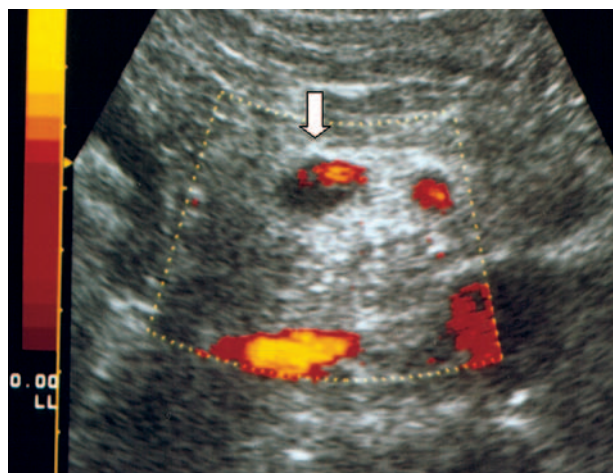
Échographie doppler couleur dans le cadre d'une appendicite compliquée d'un abcès : pyléphlébite avec thrombus hypoéchogène comblant partiellement la lumière de la veine mésentérique supérieure (flèche).
